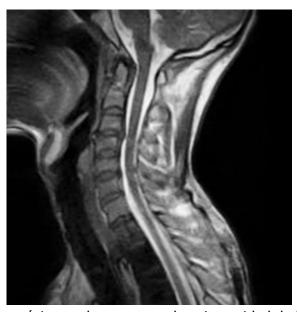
Resonancia magnética nuclear para evaluar integridad de ligamento transverso.
